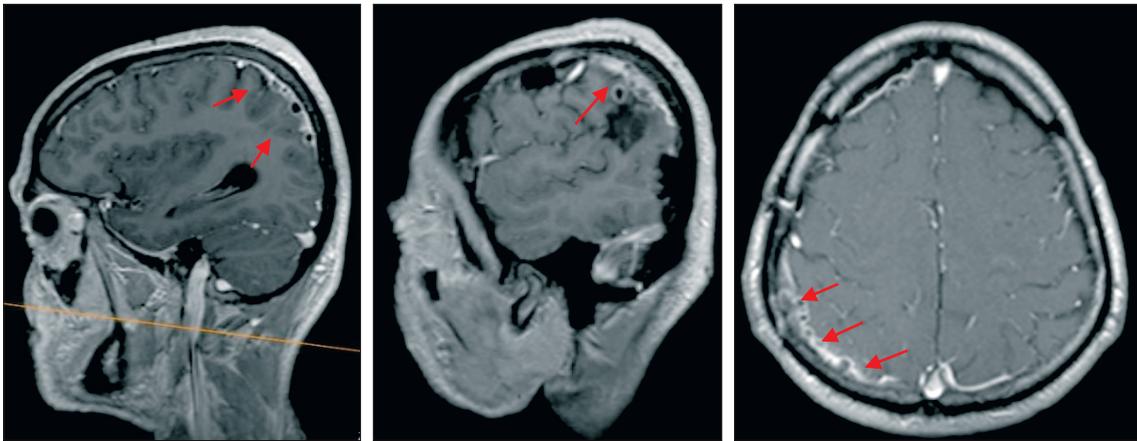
МРТ головного мозга в режиме T1-ВИ с парамагнетиком. Множественные кисты альвеококка по конвексальной поверхности правой теменной доли
